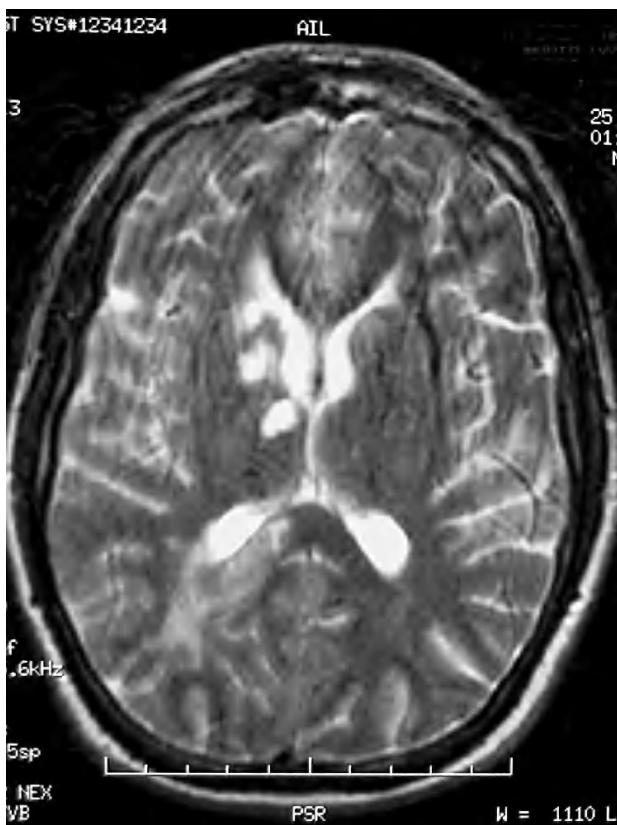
Resonancia magnética nuclear cerebral (secuencia TSE T2): áreas focales de aumento de señal en región centrodiencéfala y sustancia blanca temporo-occipital derechas correspondientes a lesiones isquémicas.
